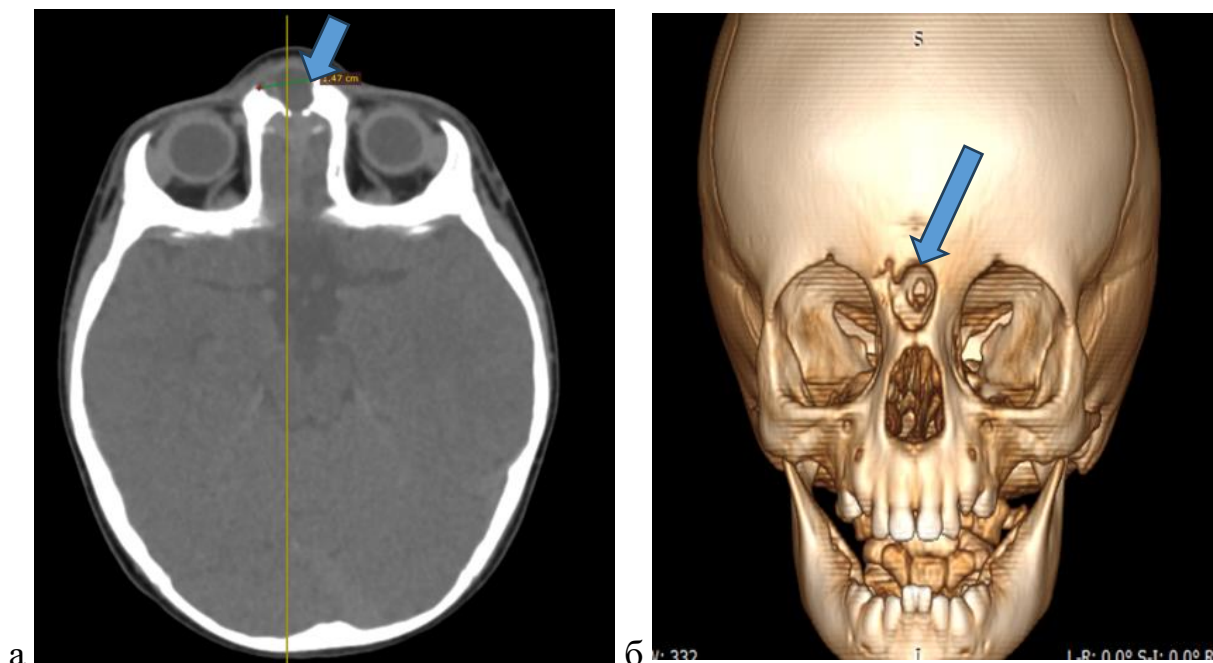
КТ ОНП пациента П., 1г 6 мес: а — перед операцией в аксиальной проекции; б — в 3Д- режиме (стрелкой указана зона дефекта)
